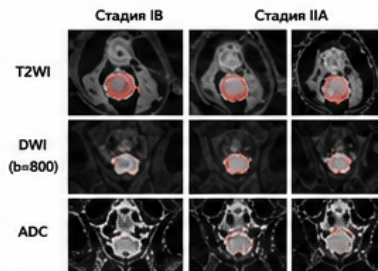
Репрезентативные изображения МРТ (одна пациентка со стадией IB и одна со стадией IIA).
